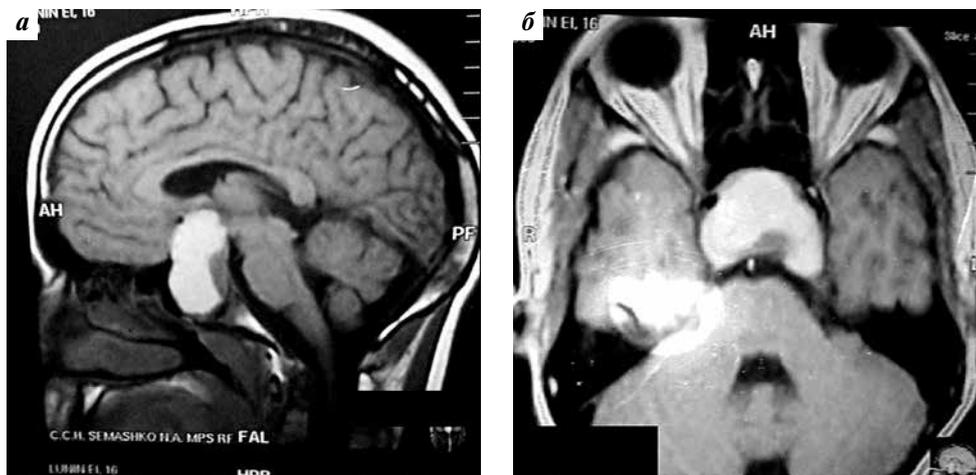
Томограмма головного мозга пациента Л. в сагиттальной (а) и аксиальной (б) проекциях до 1-й операции: наличие эндо-супра-латеро(L) селлярной аденомы гипофиза
